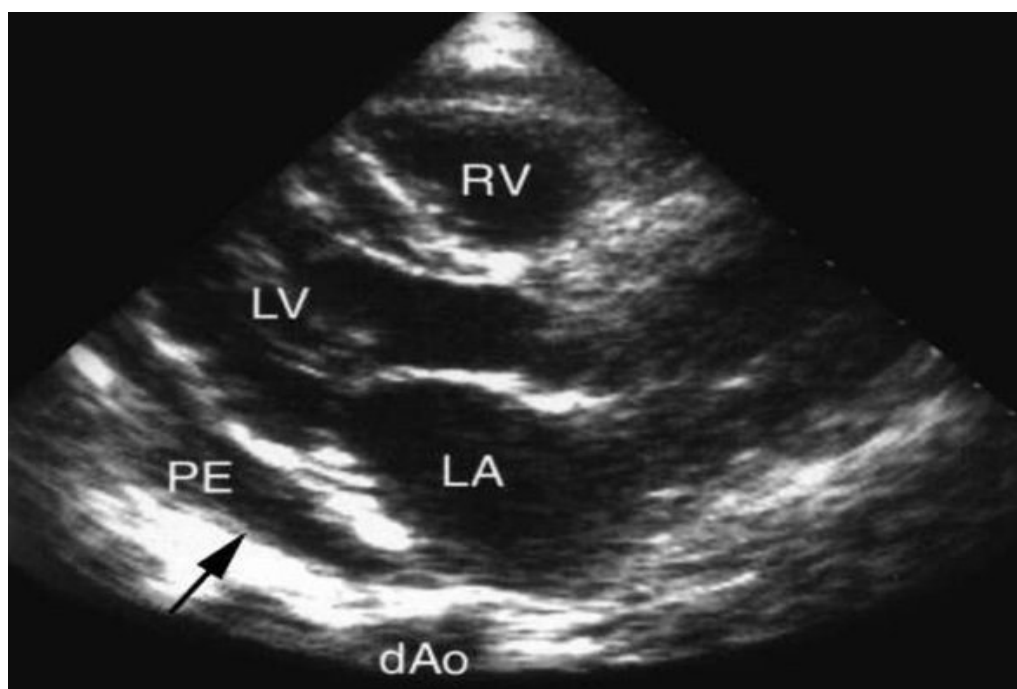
Эхокардиографическая картина выпотного перикардита (PE – экссудат в полости перикарда)
